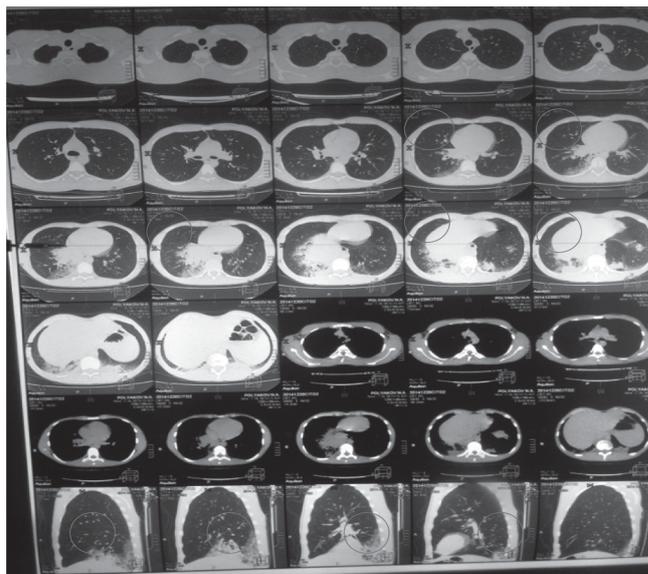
СКТ органов грудной полости от 30.12.14 г.
